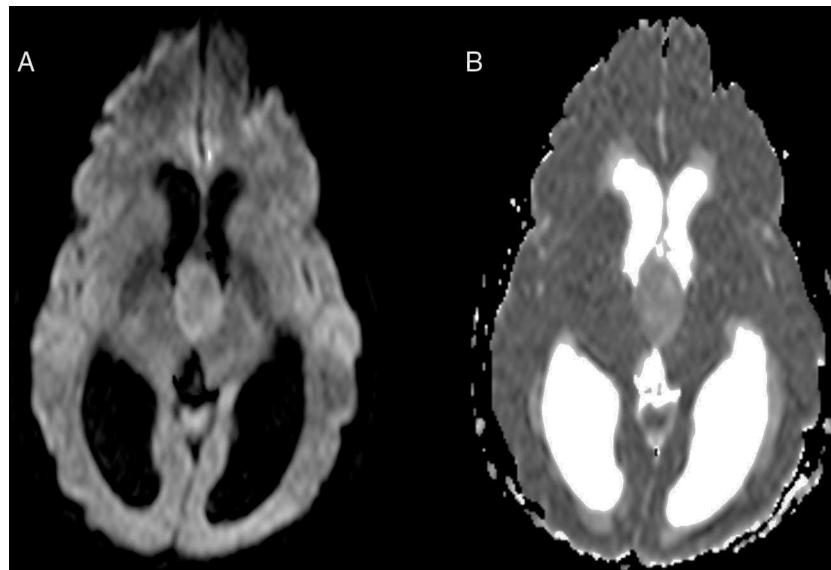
RM craneal. La tumoración no presenta restricción en las secuencias de difusión (A: imágenes potenciadas en difusión y B: mapa de coeficiente de difusión aparente, respectivamente).
